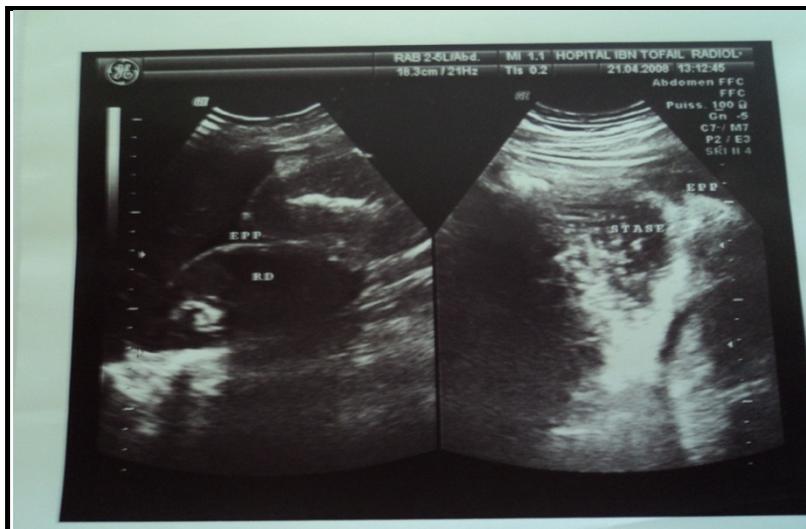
image échographique montrant une dilatation associée à une stase des anses grêles
